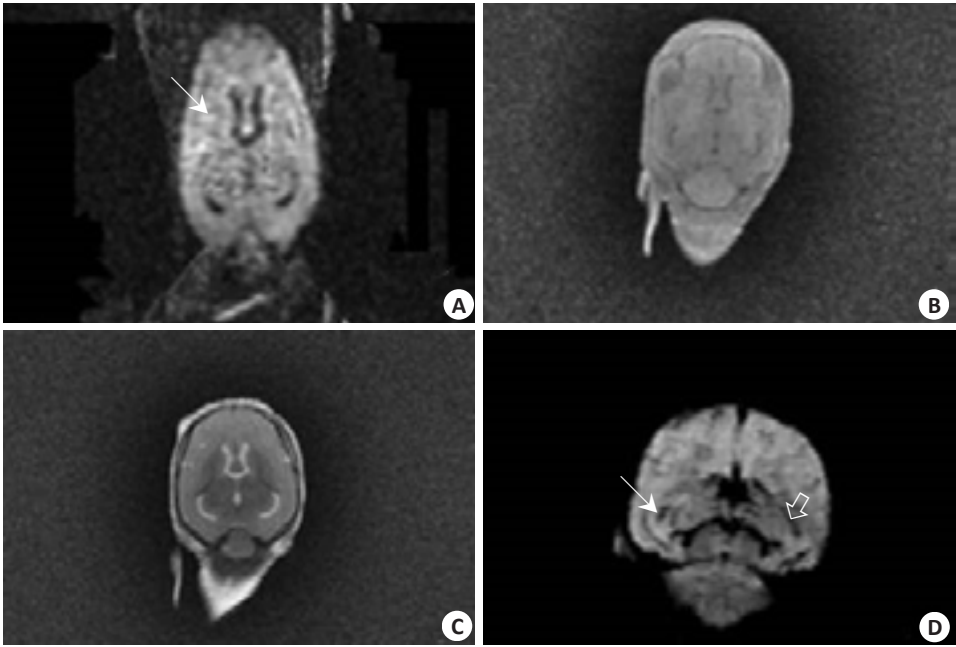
SWI、DWI及常规MRI扫描序列表现,SWI对微出血病变的显示优于其它序列
